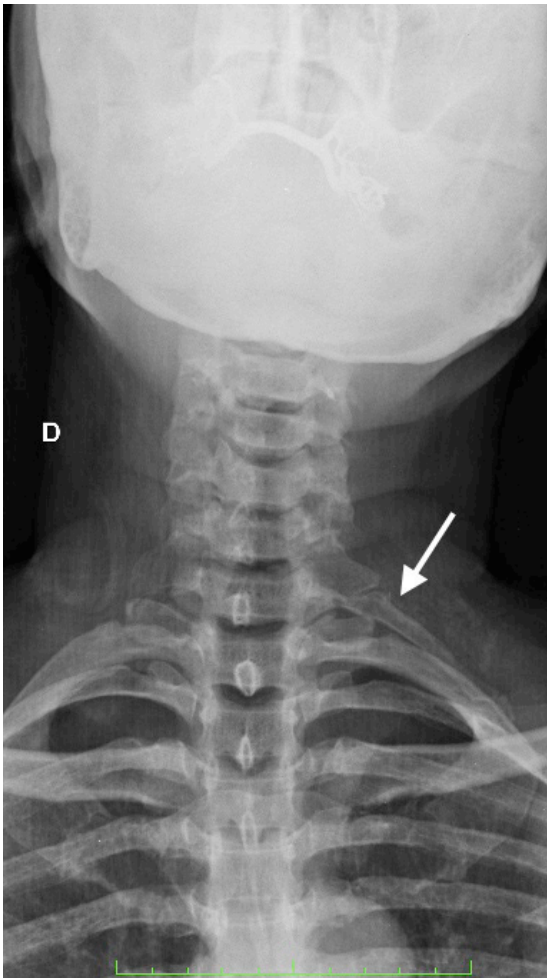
Radiografia cervical anteroposterior do segundo caso mostrando costela cervical articulada com primeira costela à esquerda (seta branca).
